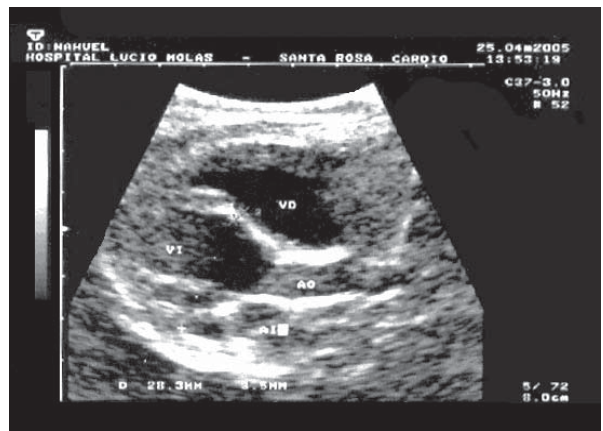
Ecocardiografía a los 45 días de la externación
